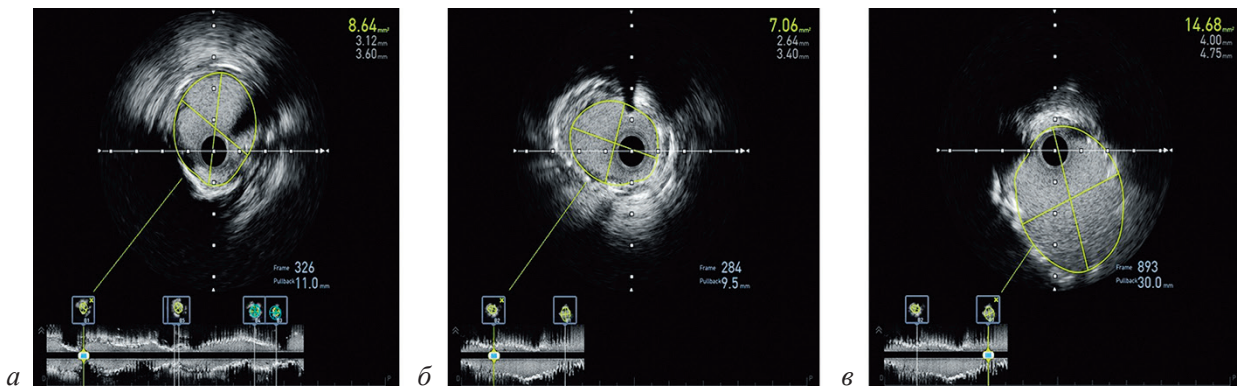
Контрольное ВСУЗИ:
